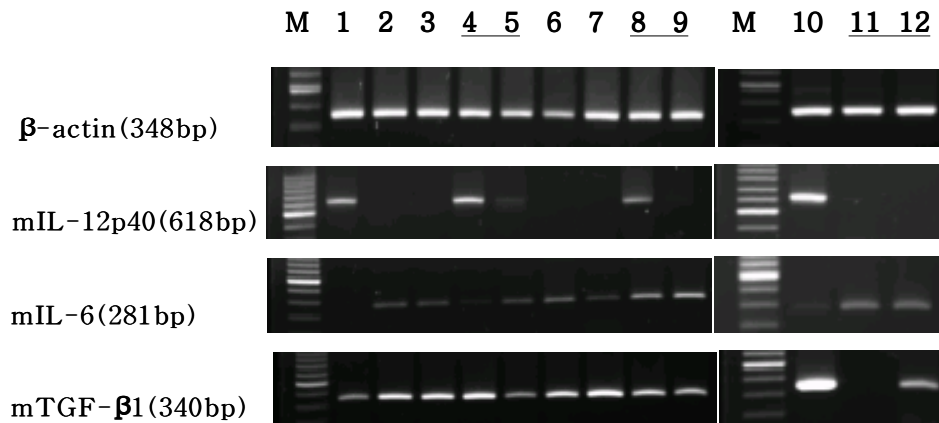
CT-26 정맥 접종 후 HK-13 CpG ODN으로 정맥 치료 후 BALB/c 마우스의 비장세포에서 cytokine 유전자 mRNA의 발현
